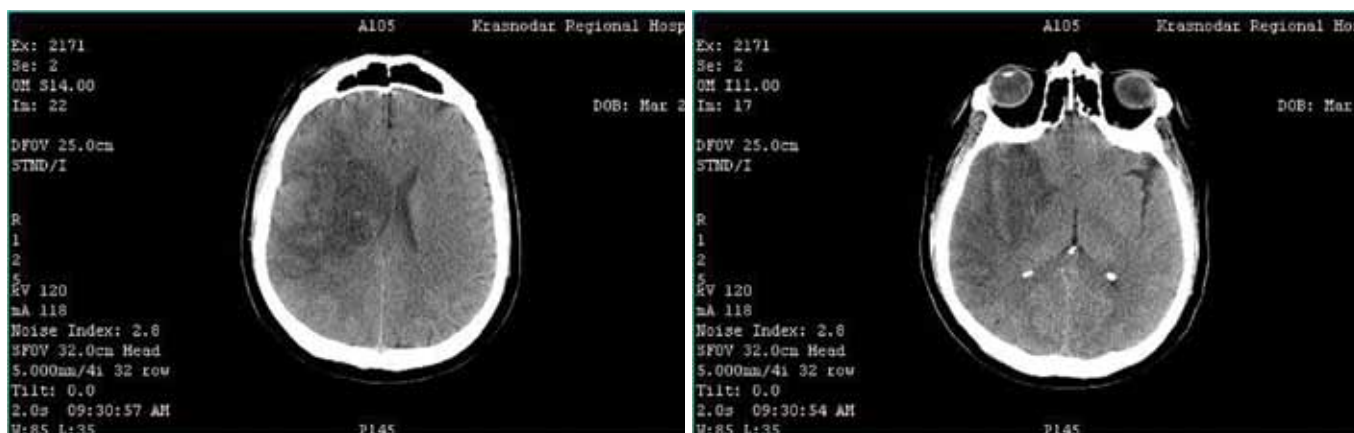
КТ-сканы головного мозга, 9-е сутки от начала ОНМК. Отрицательная КТ-динамика ишемии в правой лобно-височно-подкорковой области. Дислокационный синдром.
